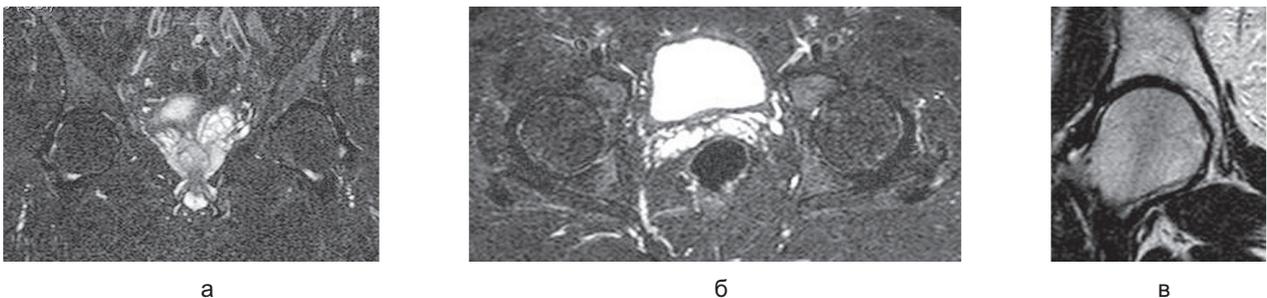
МР-томограммы тазобедренных суставов пациента Д. после лечения:
